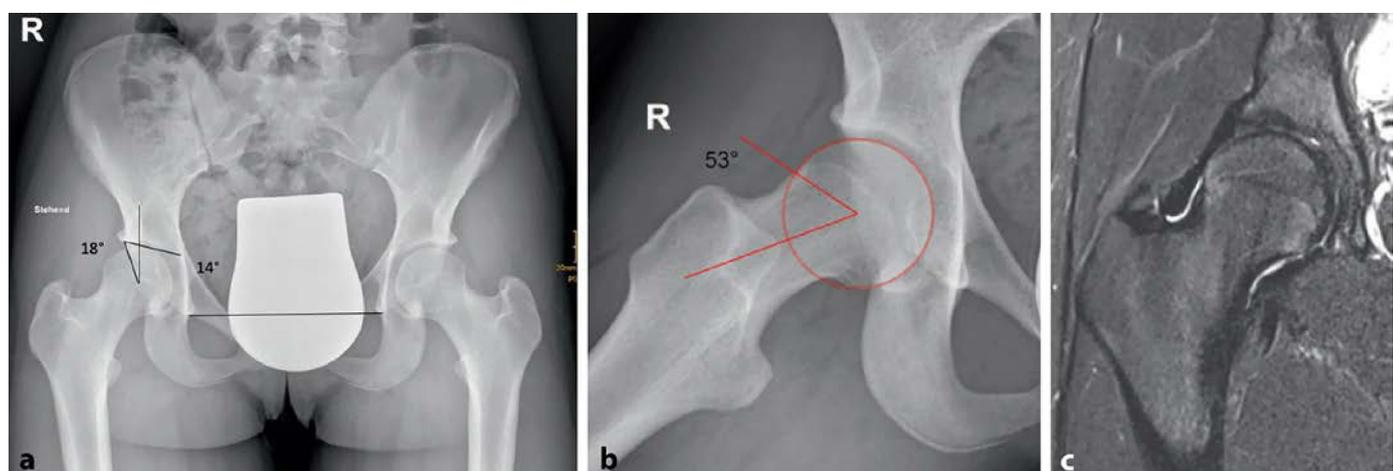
14-jährige aktive Balletttänzerin mit Schmerzen bei starker Abduktion und Außenrotation. Im Projektionsröntgen ap (a) zeigt sich eine Grenzdisplasie (LCE-Winkel 18°, Tragflächenwinkel 14°), in der Dunn-View (b) ein verminderter femoraler Offset mit einem Alpha-Winkel von 53,4°. Die MRT (c) zeigt ein geringgradiges Knochenmarködem am Kopf-Schenkelhals-Übergang als Zeichen des FAI (aus Chiari et al. 2022)⁵
